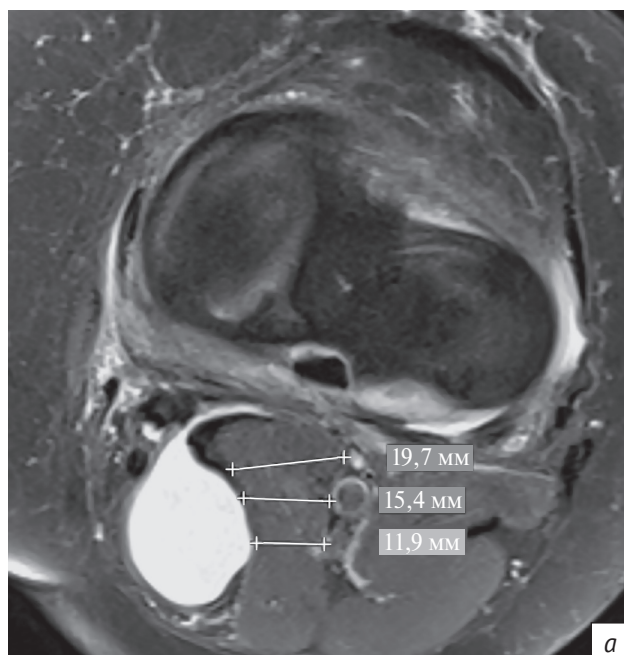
Магнитно-резонансные томограммы левых коленных суставов пациентов К. и К. аксиальные протон-взвешенные изображения:
